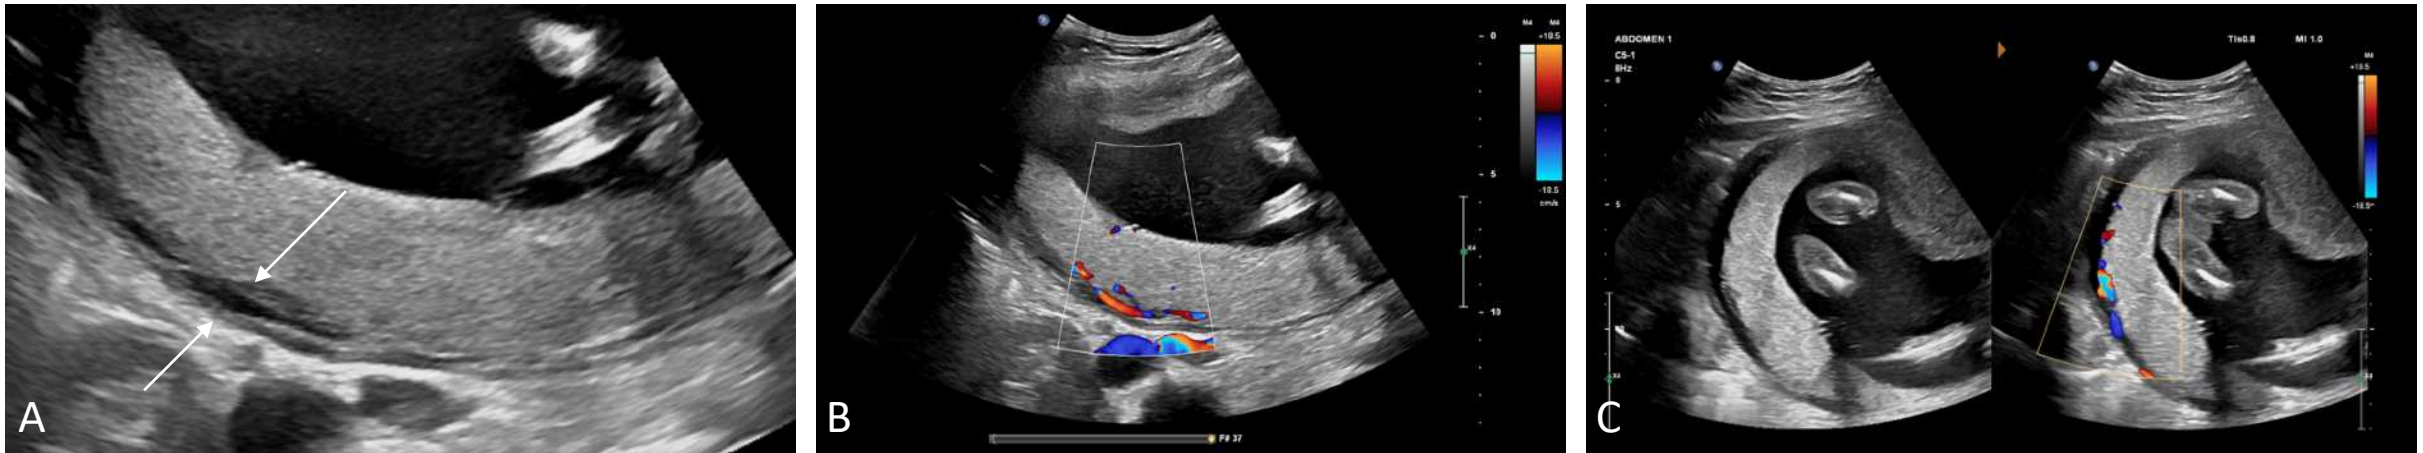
Útero grávido normal en gestante de 26 semanas. A, B y C. Imágenes de ecografía ByN, y Eco-doppler color. Muestran una placenta normal: homogénea e hiperecogénica, con un complejo retroplacentario bien definido (flechas blancas) que presenta vascularización interna normal.
